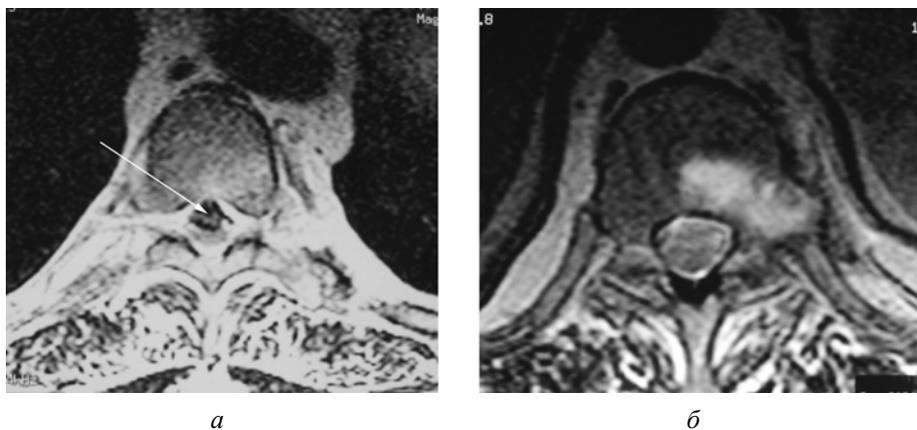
Т-2 ВИ МРТ грудного отдела позвоночника в аксиальной плоскости: а — состояние до операции, массивная медиолатеральная межпозвоночная грыжа диска на уровне Т5/6; б — состояние после операции тотального удаления грыжи межпозвоночного диска на уровне Т5/6
